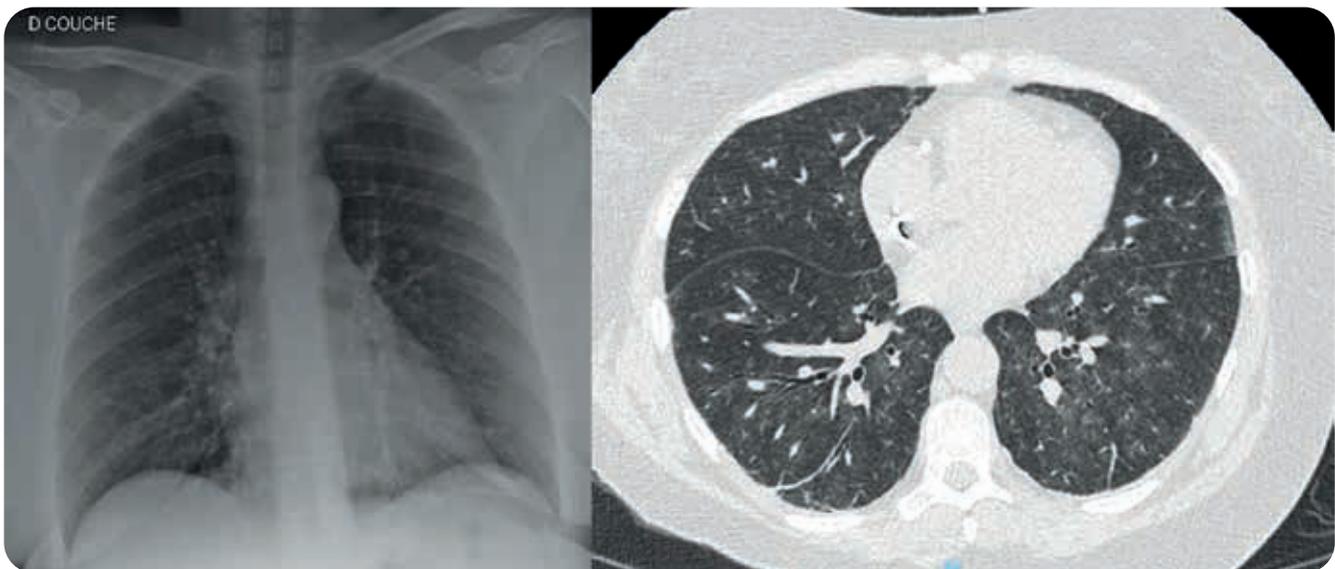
Radiographie pulmonaire et scanner pulmonaire en cours d'hospitalisation
